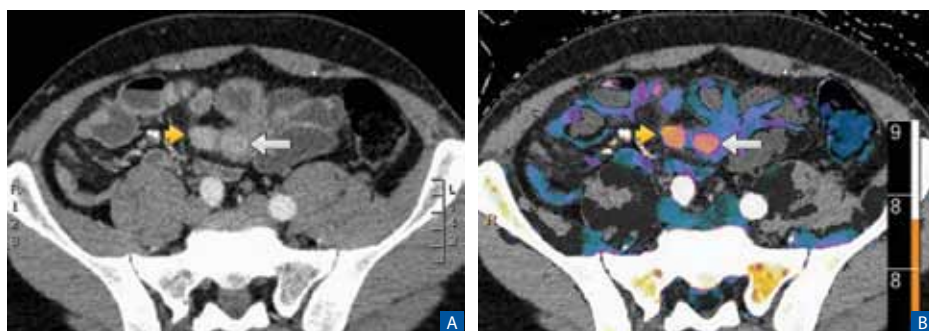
CT-Dünndarmbildgebung mit konventioneller Bildtechnik (3A) und überlagerter Spektral-CT-Information (farbiger Teil in Abb. 3B). Im Mesenterium des Dünndarms ist bereits im konventionellen Bild (gelber Pfeil in 3A) ein eindeutiges Karzinoid oder Neuroendokriner Tumor (NET) zu erkennen. Aber in der anliegenden Dünndarmschlinge (weisser Pfeil) ist im normalen CT-Bild nicht klar ob das Darmlumen einfach nur nicht ausreichend mit Wasser gefüllt ist oder ob hier auch ein Tumor wächst. Erst mit der farbigen Spektral-CT-Überlagerung wird der Tumor in der Darmwand ebenfalls als orange markierte Läsion sicher identifizierbar (3B).
